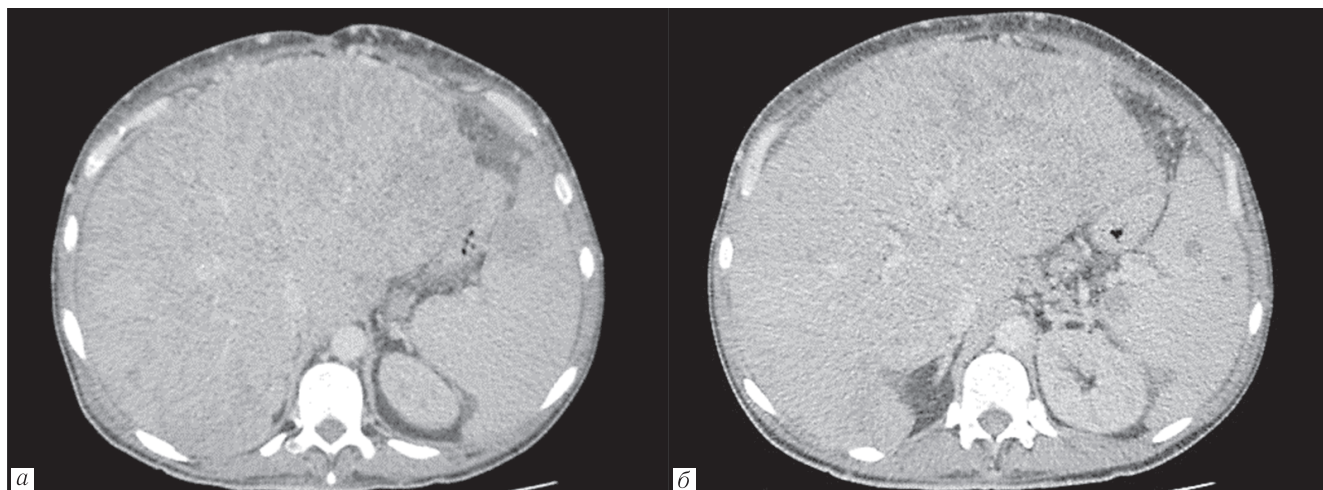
МСКТ брюшной полости с контрастным болюсным усилением больного Г., 42 года. Множественные образования селезенки, милиарные — в печени: *а* — артериальная фаза сканирования; *б* — венозная фаза сканирования
